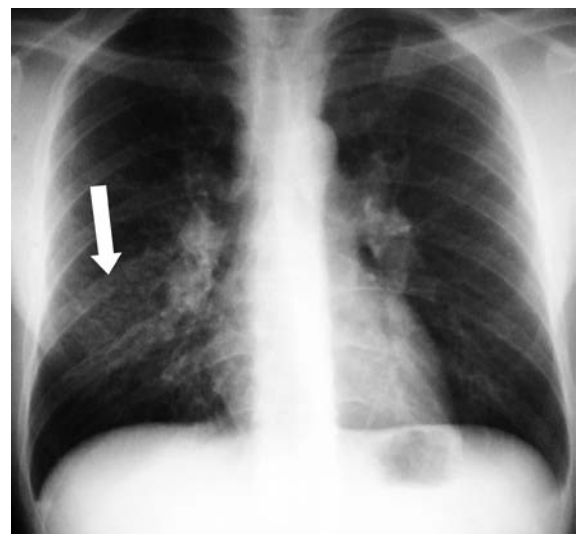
Thorax-Röntgenbild. Feinnoduläre Lungenparenchymverdichtungen im rechten Mittelfeld, entsprechend dem lateralen Mittellappen (Pfeil). Diskrete Veränderungen auch im apikalen Oberlappen links. Beidseits deutlich polyzyklisch veränderte Hili.
